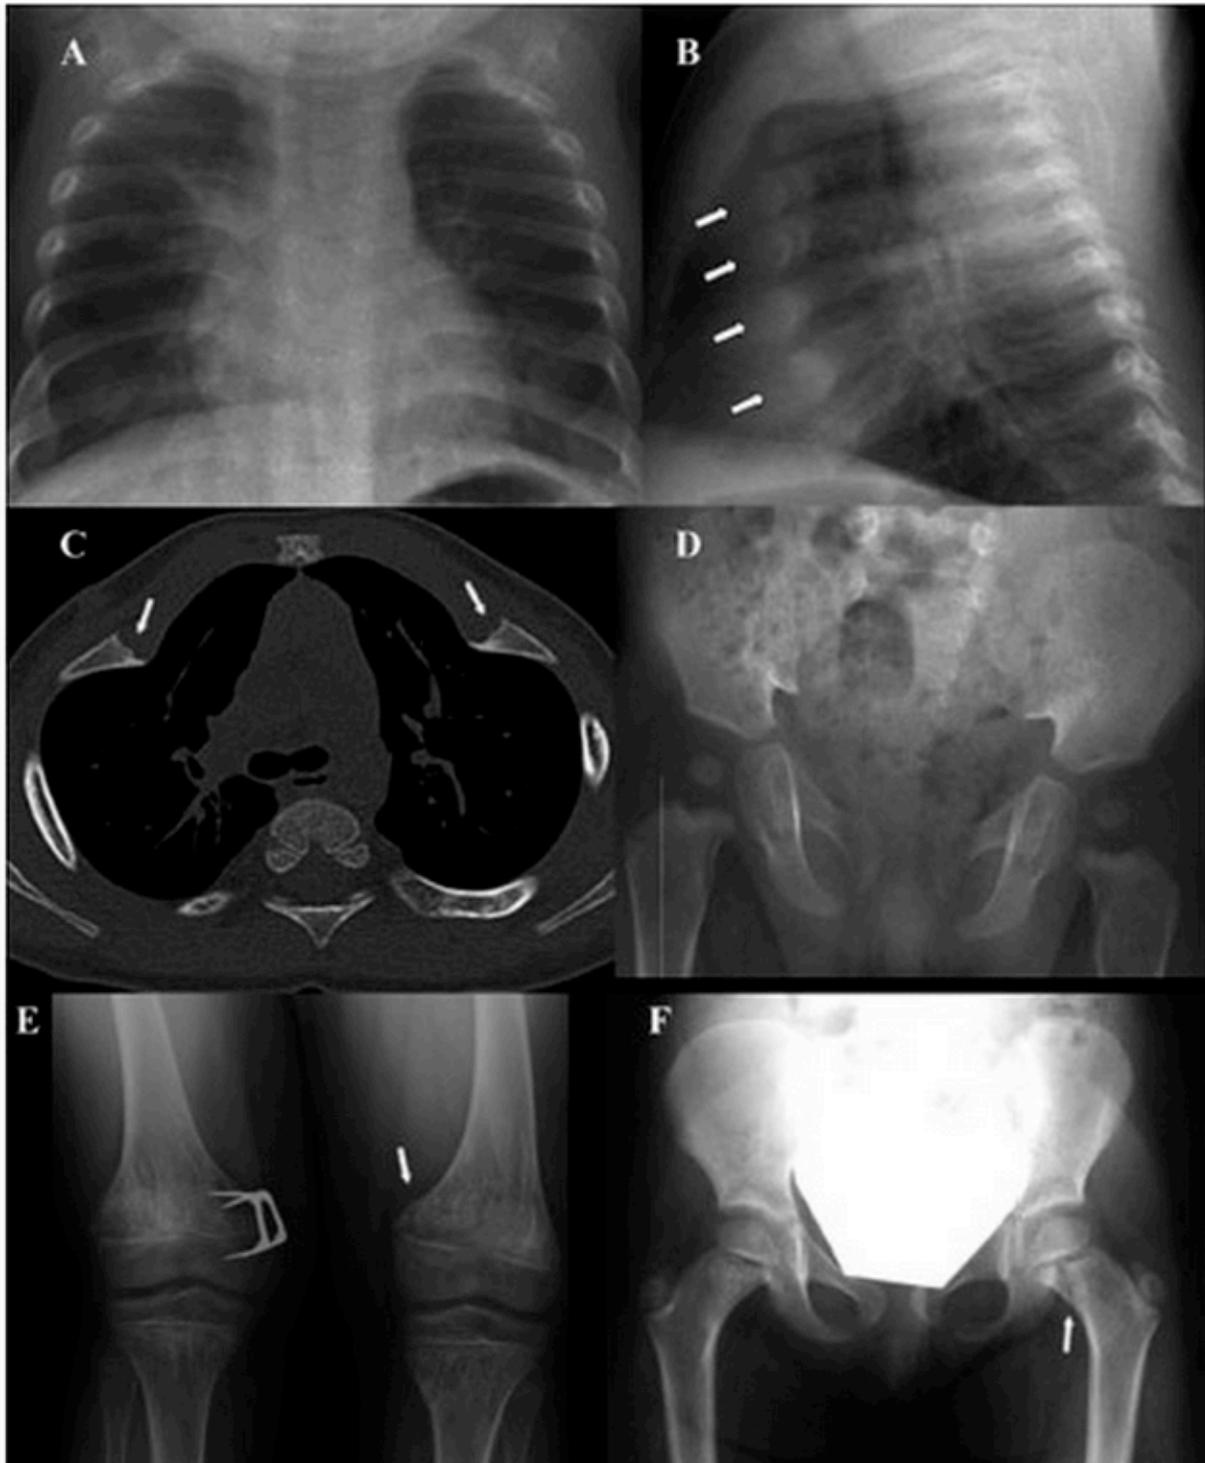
Особенности скелетной рентгенографии при СШД. (А и В) Короткие ребра с выраженной экскавацией и расширенными передними концами (отмечены стрелками) на рентгеновском снимке 11-месячного ребенка. (С) На компьютерной томограмме видна деформированная грудная клетка с короткими ребрами и экскавацией, а также аномально расширенные реберно-хрящевые соединения (отмечены стрелками). (D) Широкий таз, короткие подвздошные впадины, вальгусное положение шеек бедра и широкие проксимальные метафизы бедренных костей на рентгеновском снимке таза 11-месячного ребенка. (E) Выраженные метафизарные изменения и полосы уплотненной костной ткани в бедрях и коленях 14-летнего ребенка. Вследствие наружного отклонения голени был проведен медиальный гемиепифизеодез правого дистального отдела бедра. Усталостный перелом левого дистального отдела бедра (отмечен стрелкой). (F) Широкие шейки бедра с патологией метафизарной структуры и усталостный перелом метафиза левой шейки бедра (отмечен стрелкой).
